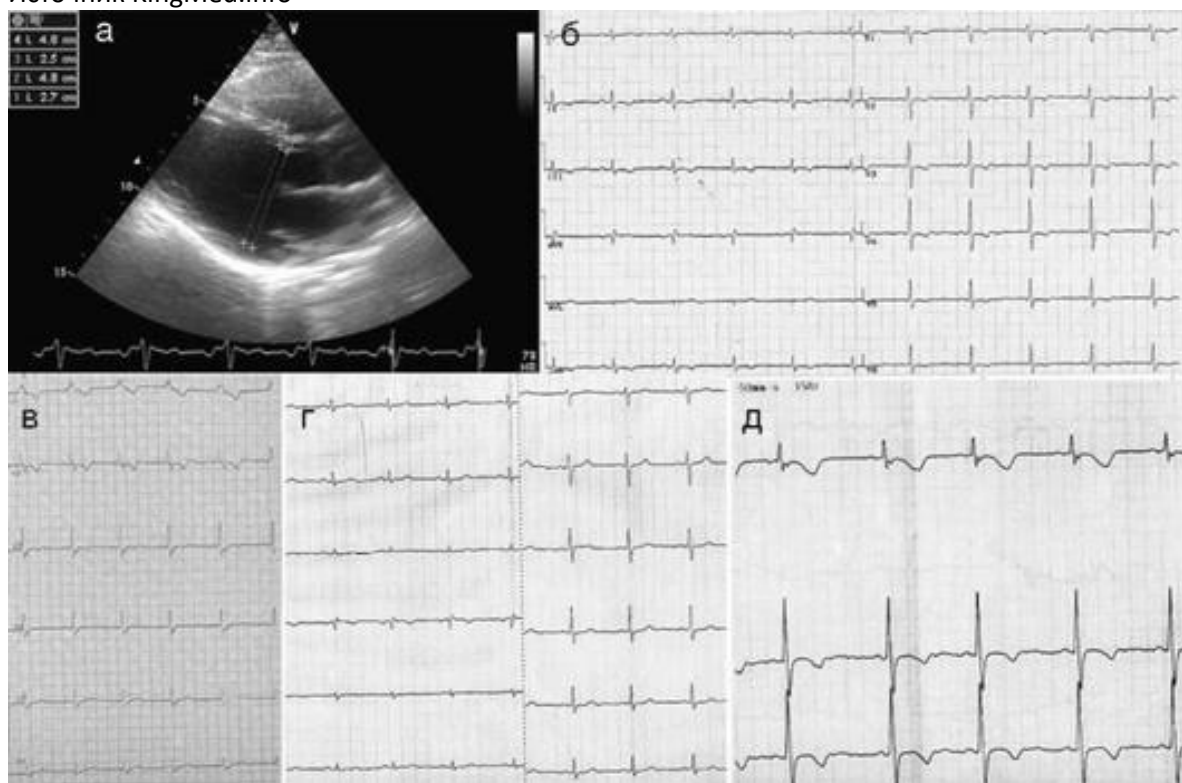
Результаты инструментального исследования у больной И. и ее сына: а - эхокардиограмма больной И. от 2013 г. (нормальные размеры правого желудочка); б, в - ЭКГ больной И. от 2008 г. (скорость записи - 25 мм/с): неглубокие отрицательные/двухфазные зубцы *T* в отведениях V_1 - V_6 , II, III, aVF (б), появление преходящей блокады правой ножки пучка Гиса с ϵ -волной в отведениях V_2 - V_6 непосредственно после эндомикардиальной биопсии (в); г - ЭКГ больной И. от 2016 г., через 2 года после родов (скорость записи - 25 мм/с): снижение вольтажа комплексов *QRS*; д - ЭКГ сына больной И. 2 лет (скорость записи - 50 мм/с): ϵ -волна в отведении V_1 и отрицательные зубцы *T* в отведениях V_1 - V_3
